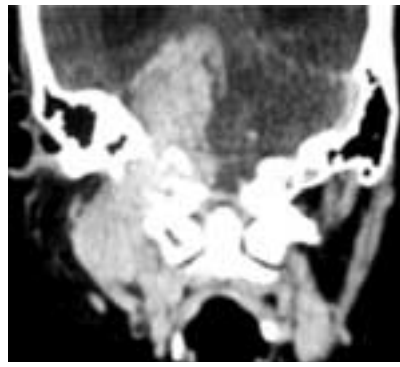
TC contrastada, con ventana para tejidos blandos y ventana ósea, donde se observa glomus yugular que penetra a cavidad endocraneana a través de foramen yugular, ampliándolo y erosionándolo.
